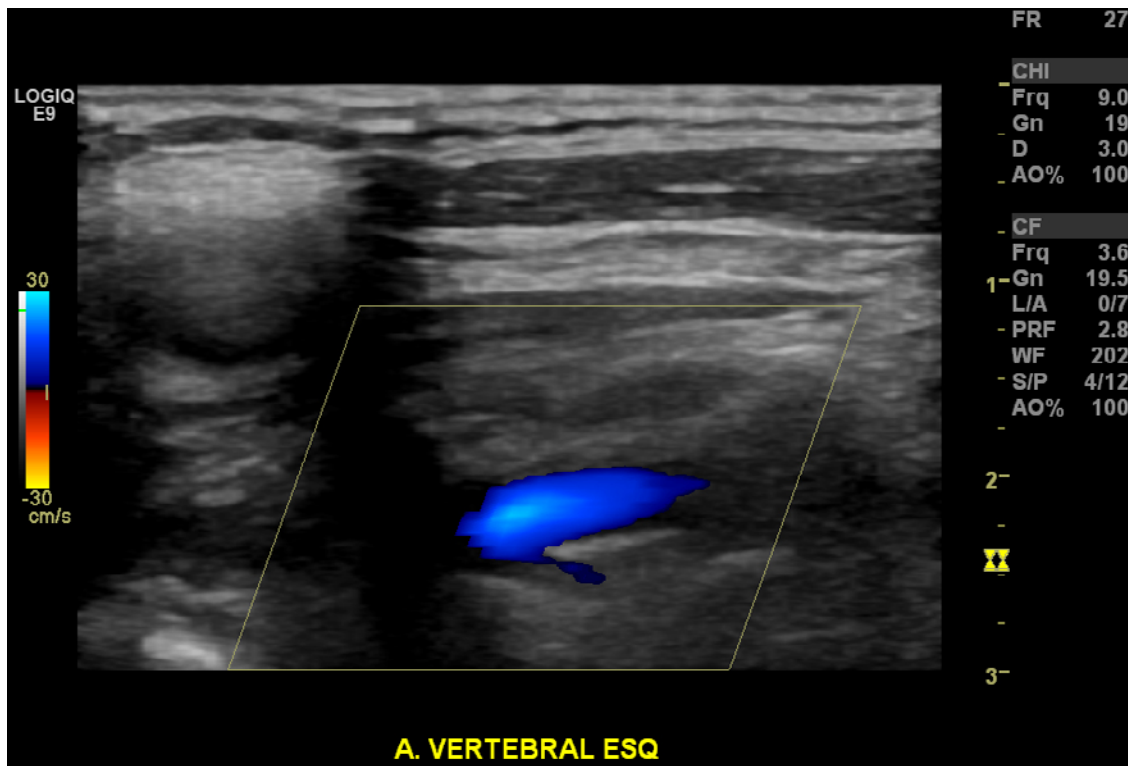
Doppler colorido da artéria vertebral esquerda
